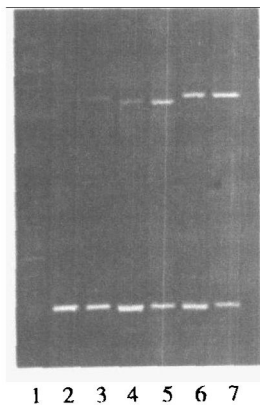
心肌肥厚组大鼠心肌白细胞介素 1β 、心调素 1 和脑钠尿肽的 mRNA 表达 1 为 Marker, 2、4 和 6 分别为心肌肥厚药物组的 IL- 1β 、CT-1 和 BNP, 3、5 和 7 分别为心肌肥厚对照组的 IL- 1β 、CT-1 和 BNP。
